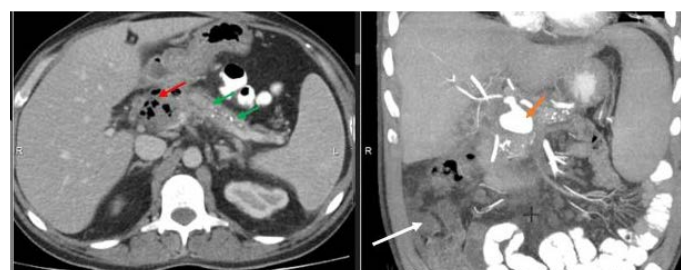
Компьютерная томограмма, 37 суток от начала ОП. а - венозная фаза, аксиальная проекция. Головка и шейка ПЖ замещены жидкостным скоплением с пузырьками газа (красная стрелка), жизнеспособной паренхимой в области тела и хвоста ПЖ (зеленые стрелки). б - артериальная фаза, фронтальная проекция. Псевдоаневризма гастродуоденальной артерии (бежевая стрелка). Свободная жидкость в брюшной полости (белая стрелка)
